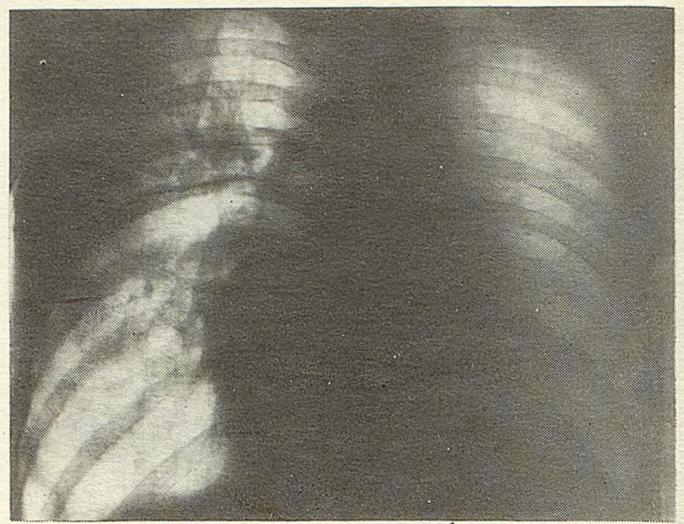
Рентгенограмма грудной клетки того же больного на 23-е сутки после операции.
